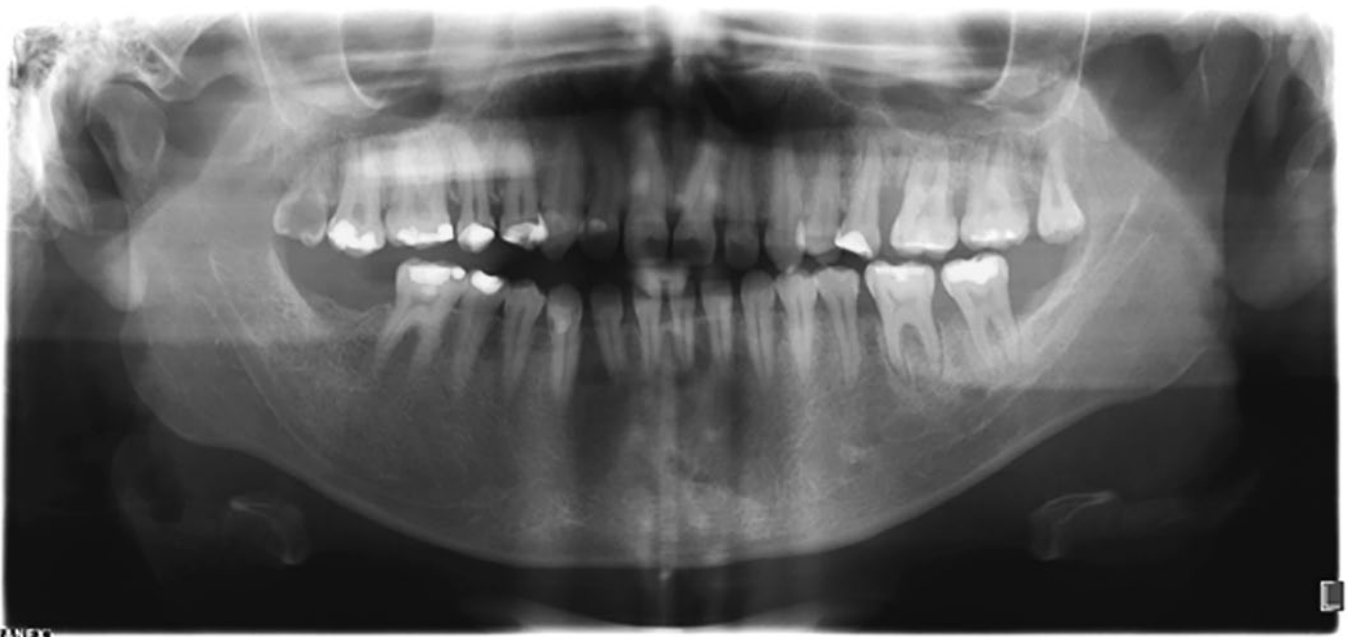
Orthopantomogramme réalisé lors de l'examen initial en novembre 2018. La perte osseuse horizontale diffuse est manifeste dans les régions molaires gauches du maxillaire et de la mandibule, et les dents 38, 47 et 48 sont manquantes. La lamina dura crestale est amincie.
